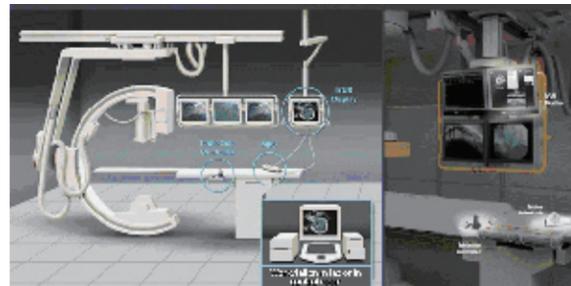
波士顿公司iLab血管内超声仪与血管造影机一体化
